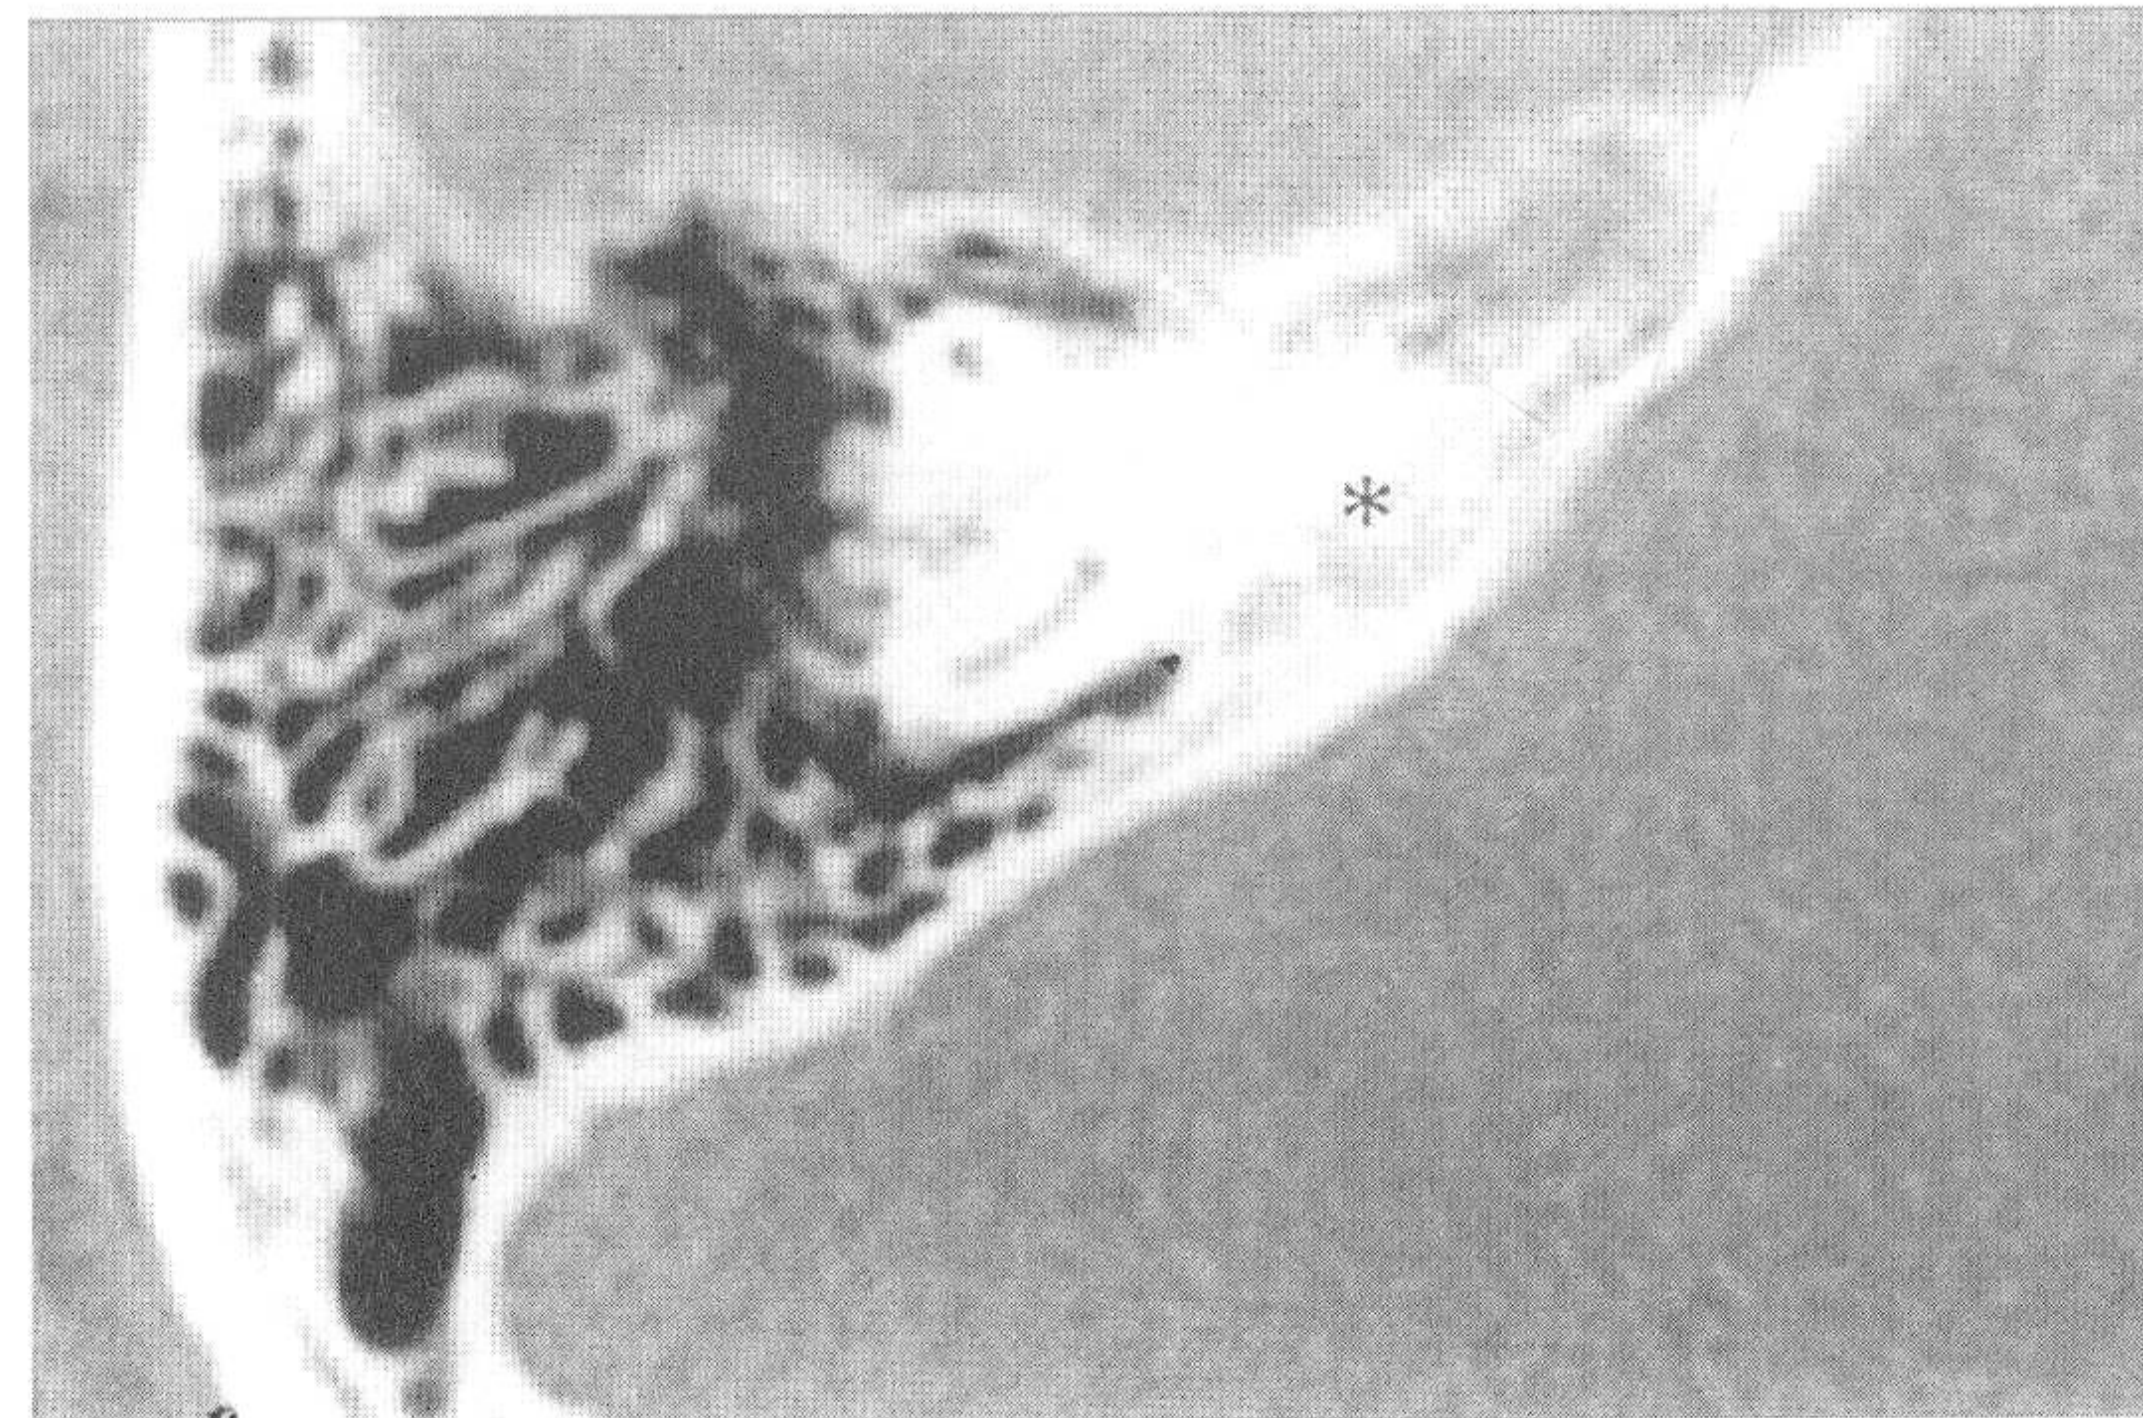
对应正常颞骨CT图像 (星号示内听道)
